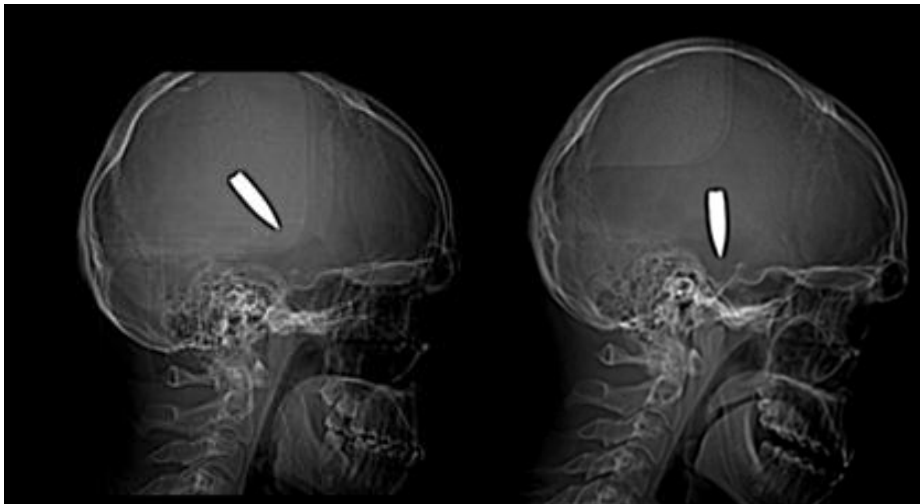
CT-Topogramme im Intervall von 6 Monaten. Wandel des Projektils als Hinweis auf Abszessbildung.
